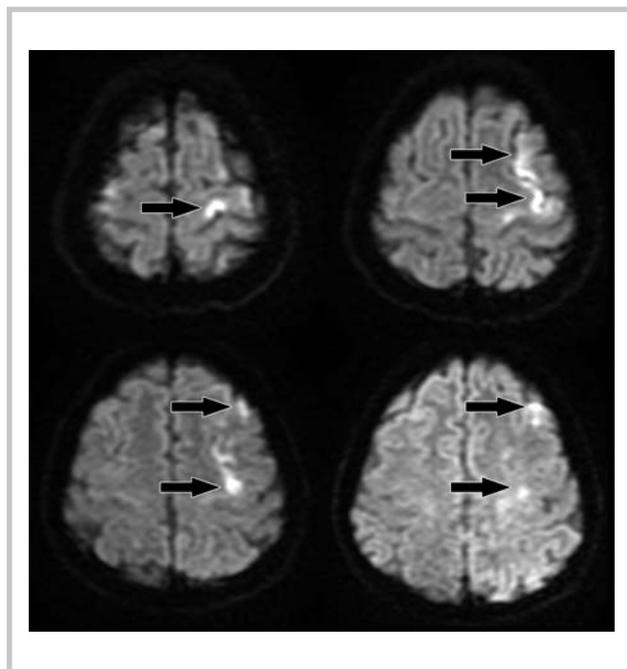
МРТ пациентки Ш. — признаки инфаркта мозга (стрелки).
